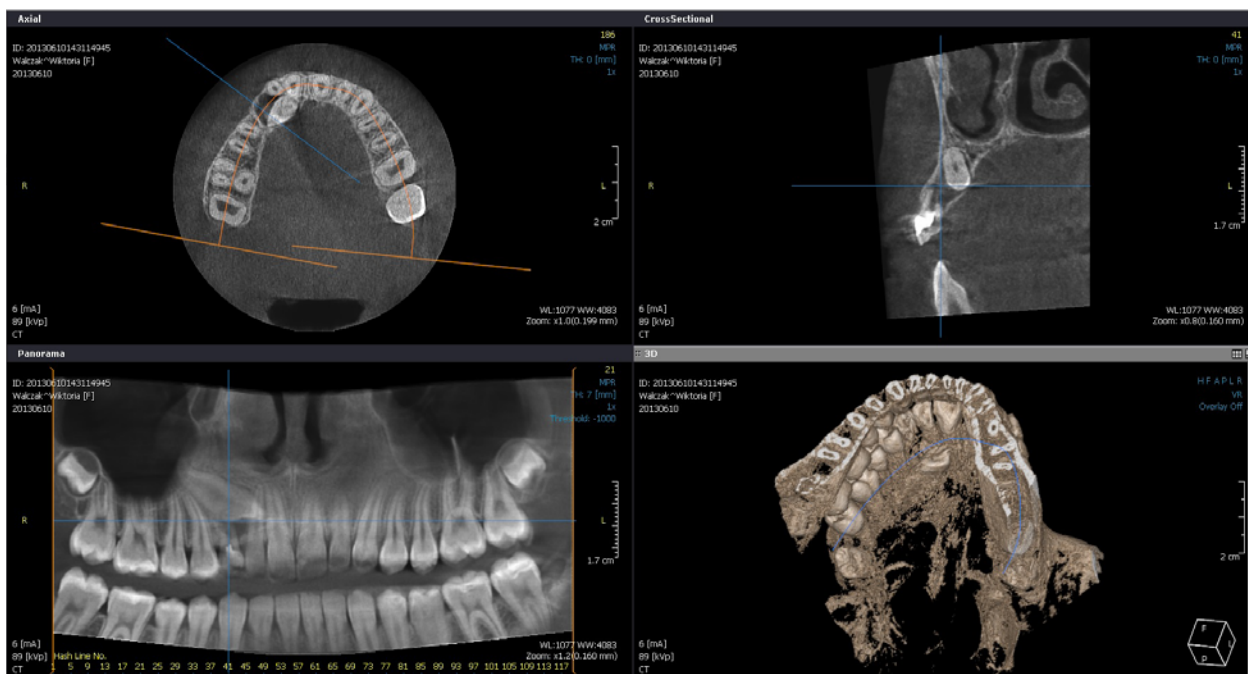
Tomografia wolumetryczna (tomografia komputerowa z wiązką promieniowania w kształcie stożka). Na rekonstrukcji pantomograficznej widoczne jest nieprawidłowe położenie zęba 13. Zdjęcie to nie pozwala na precyzyjne określenie lokalizacji zęba zatrzymanego w stosunku do zębów sąsiednich
